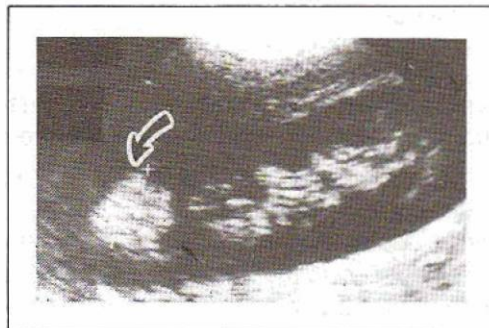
AFML du pôle supérieur du rein gauche. Aspect échographique typique de masse ronde hyper-échogène corticale.
